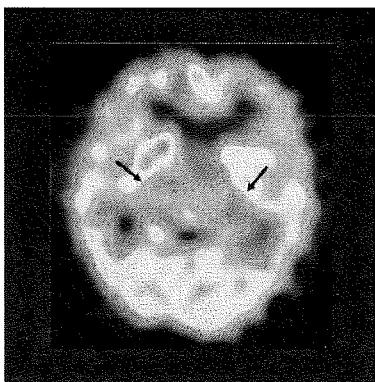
視床型 CJD（視床型 MM2）の脳SPECT
